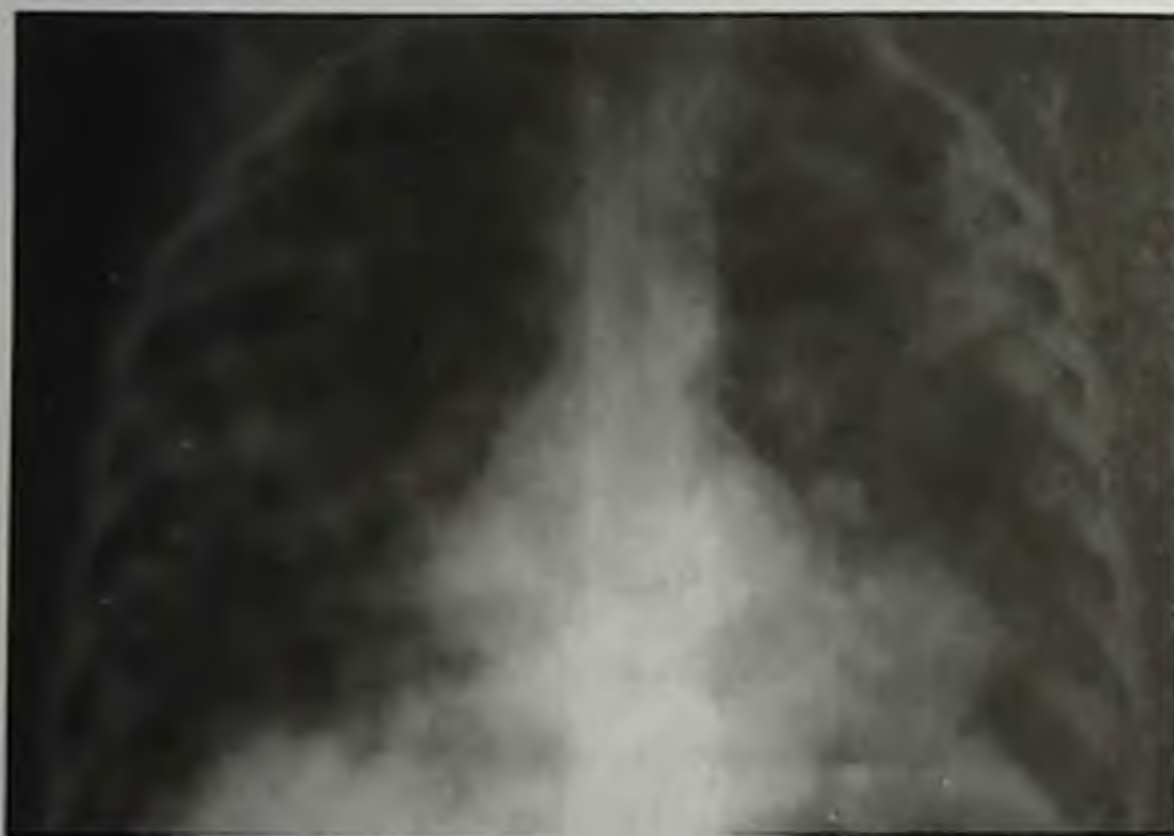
Метастазы нейробластомы в легкие (рентгенограмма грудной клетки)
